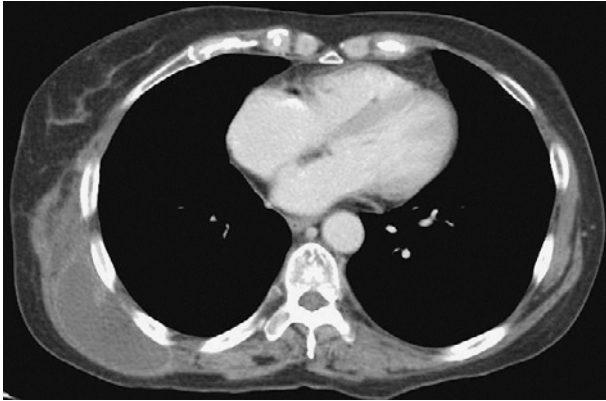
Chest CT shows a 10-cm cystic lesion with a thin wall on the right side of her back.
